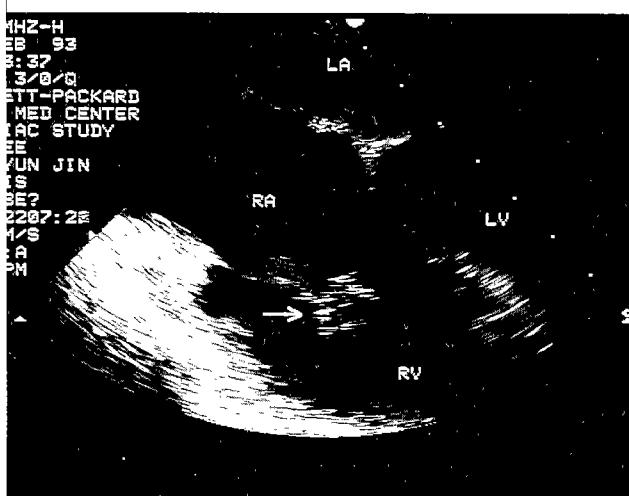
Preoperative TEE(Transesophageal echocardiography). Arrow indicates vegetation on the tricuspid valve.
